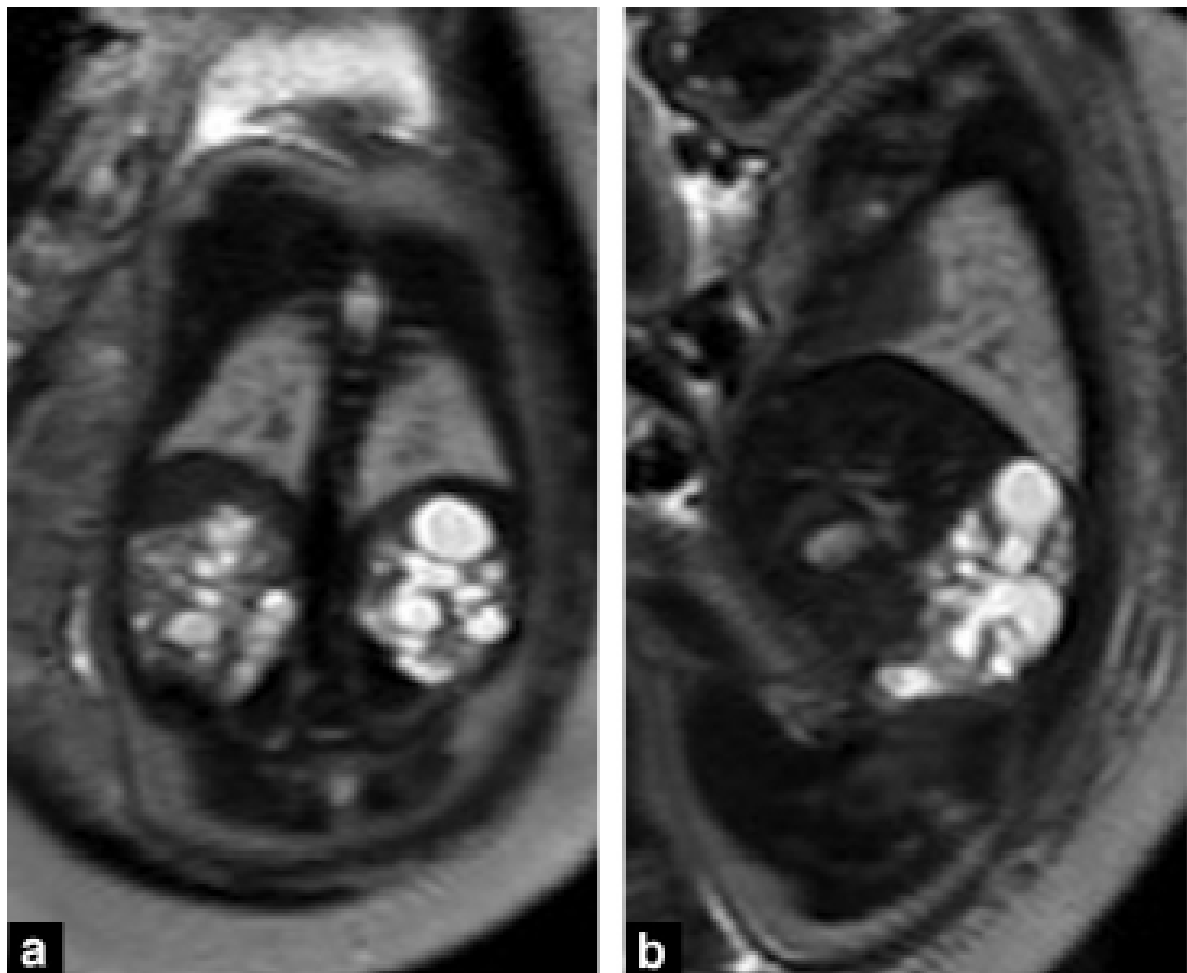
IRM à 35 SA en coupes coronales (a) et parasagittales (b) chez un foetus mâle porteur d'une dysplasie rénale bilatérale associée à une dilatation des cavités pyélocalicielles et à un oli-goamnios (44).
